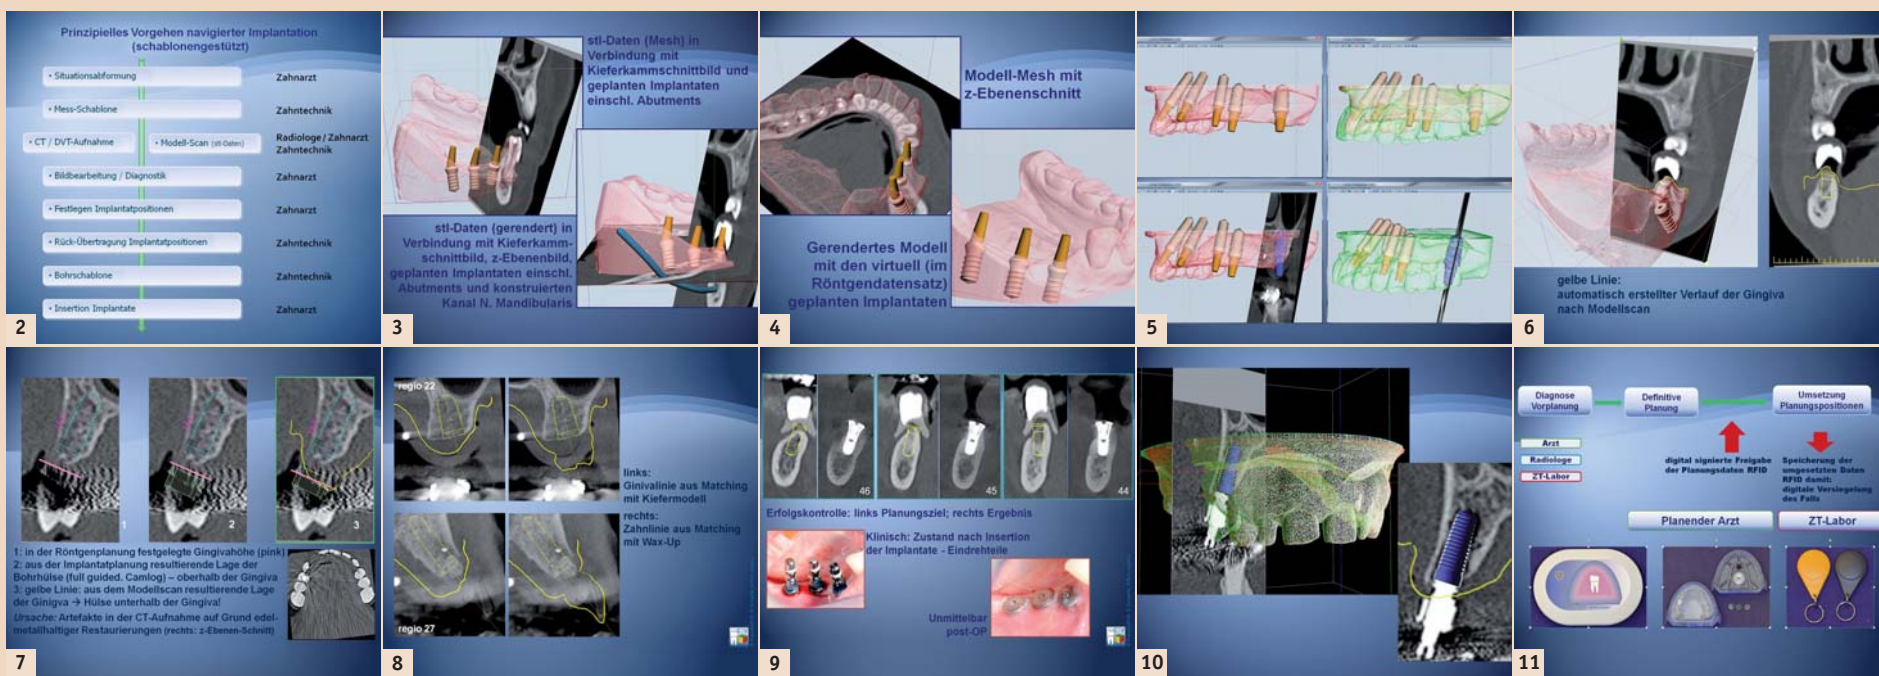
Prinzipielles Vorgehen bei schablonengestützter navigierter Implantation. – Abb. 3 und 4: Auswahl der Möglichkeiten der Verknüpfung von optischen Scan des Kiefermodells mit 3-D-Röntgenplanungsdaten – Abb. 5: Verknüpfung optischer Scan Kiefermodell (rot) und Ästhetikaufstellung (grün) mit 3-D-Röntgenplanungsdaten (Patient ist Blasmusiker). – Abb. 6 und 7: Beispiel für Fehlererkennung: Überprüfen und Festlegen der Gingivalinie in den Röntgenplanungsdaten mithilfe des gemachten Modellscans. – Abb. 8: Automatisches Erkennen von Gingiva bzw. Zahnstrukturen beim Matchen der Röntgenplanungsdaten mit Kiefermodell bzw. Wax-up. – Abb. 9: Klinische Erfolgskontrolle; Zustand nach transgingivaler navigierter Insertion (2012). – Abb. 10: Erfolgskontrolle durch Matching – links: Zur Deckung gebracht wurden 3-D-Röntgenplanung (blaues Implantat) mit Kiefermodell (rot), Wax-up (grün) und 3-D-Aufnahme post OP (überlagert vom virtuellen Implantat); rechts: Matching Planung, post OP-Röntgenbild mit Gingivalinie aus Kiefermodell (2012). – Abb. 11: Dokumentation der Verantwortlichkeiten für den Gesamtprozess; unten: RFID-Reader, Modellschale mit RFID-Chip, individualisierte Ident-Keys für den RFID-Reader.
